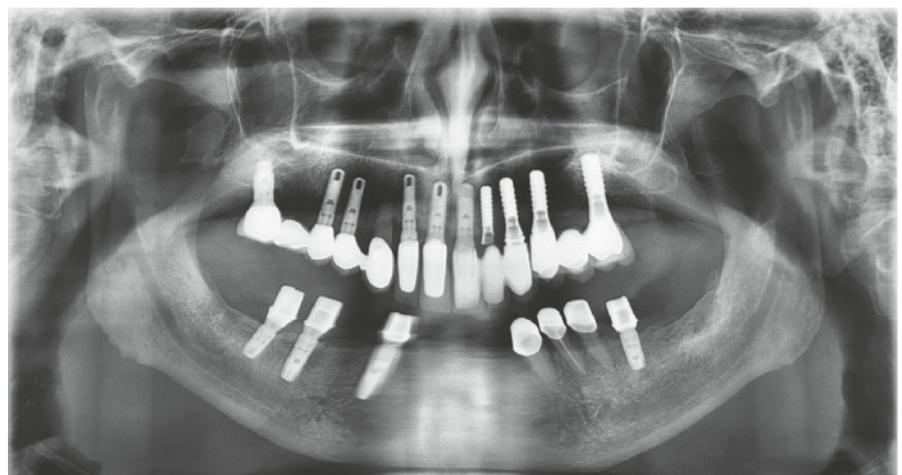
Röntgenbild der Ausgangssituation mit frakturierter Brücke in Regio 22.
